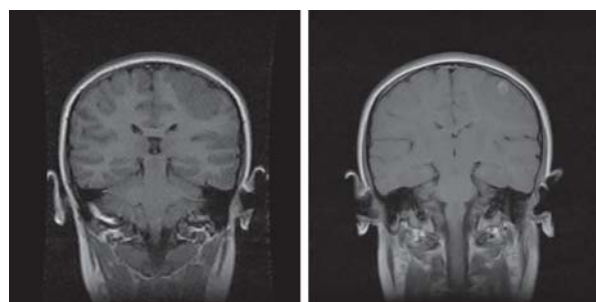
RMN Cerebral, con zona hipointensa parietal izquierda; se puede observar incluso el quiste, en el lado derecho.
